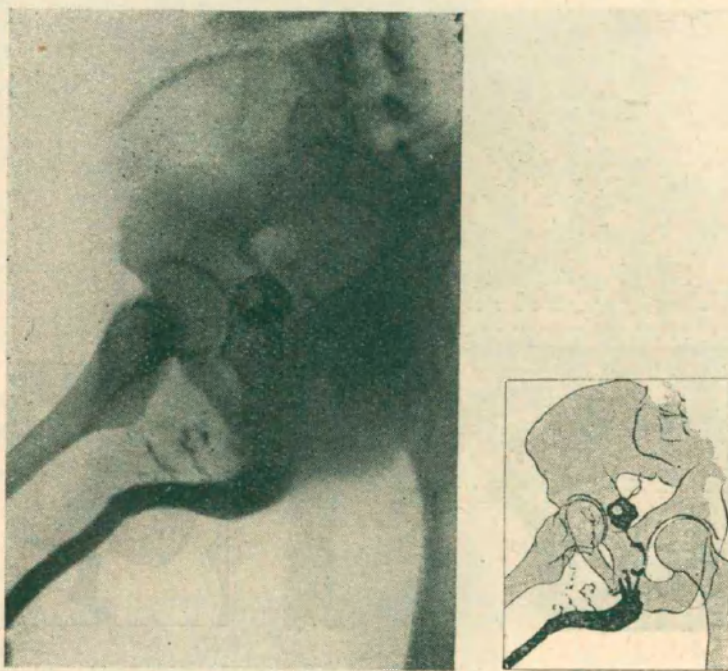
Uretrografía de perfil. Se realiza con yoduro sodio al 15 por ciento a fuerte presión. La imagen de la uretra pene-escrotal, igual que en la radiografía anterior, nada más que en posición oblicua. Vasos linfáticos inyectados por la substancia opaca. La uretra posterior irregular, terminando en una vejiga pequeña y deformada. En la parte correspondiente a la uretra membranosa, el yoduro hace una mancha pequeña, de la forma de un riñón, nosotros la interpretamos como la entrada de la fístula uretro-rectal.
